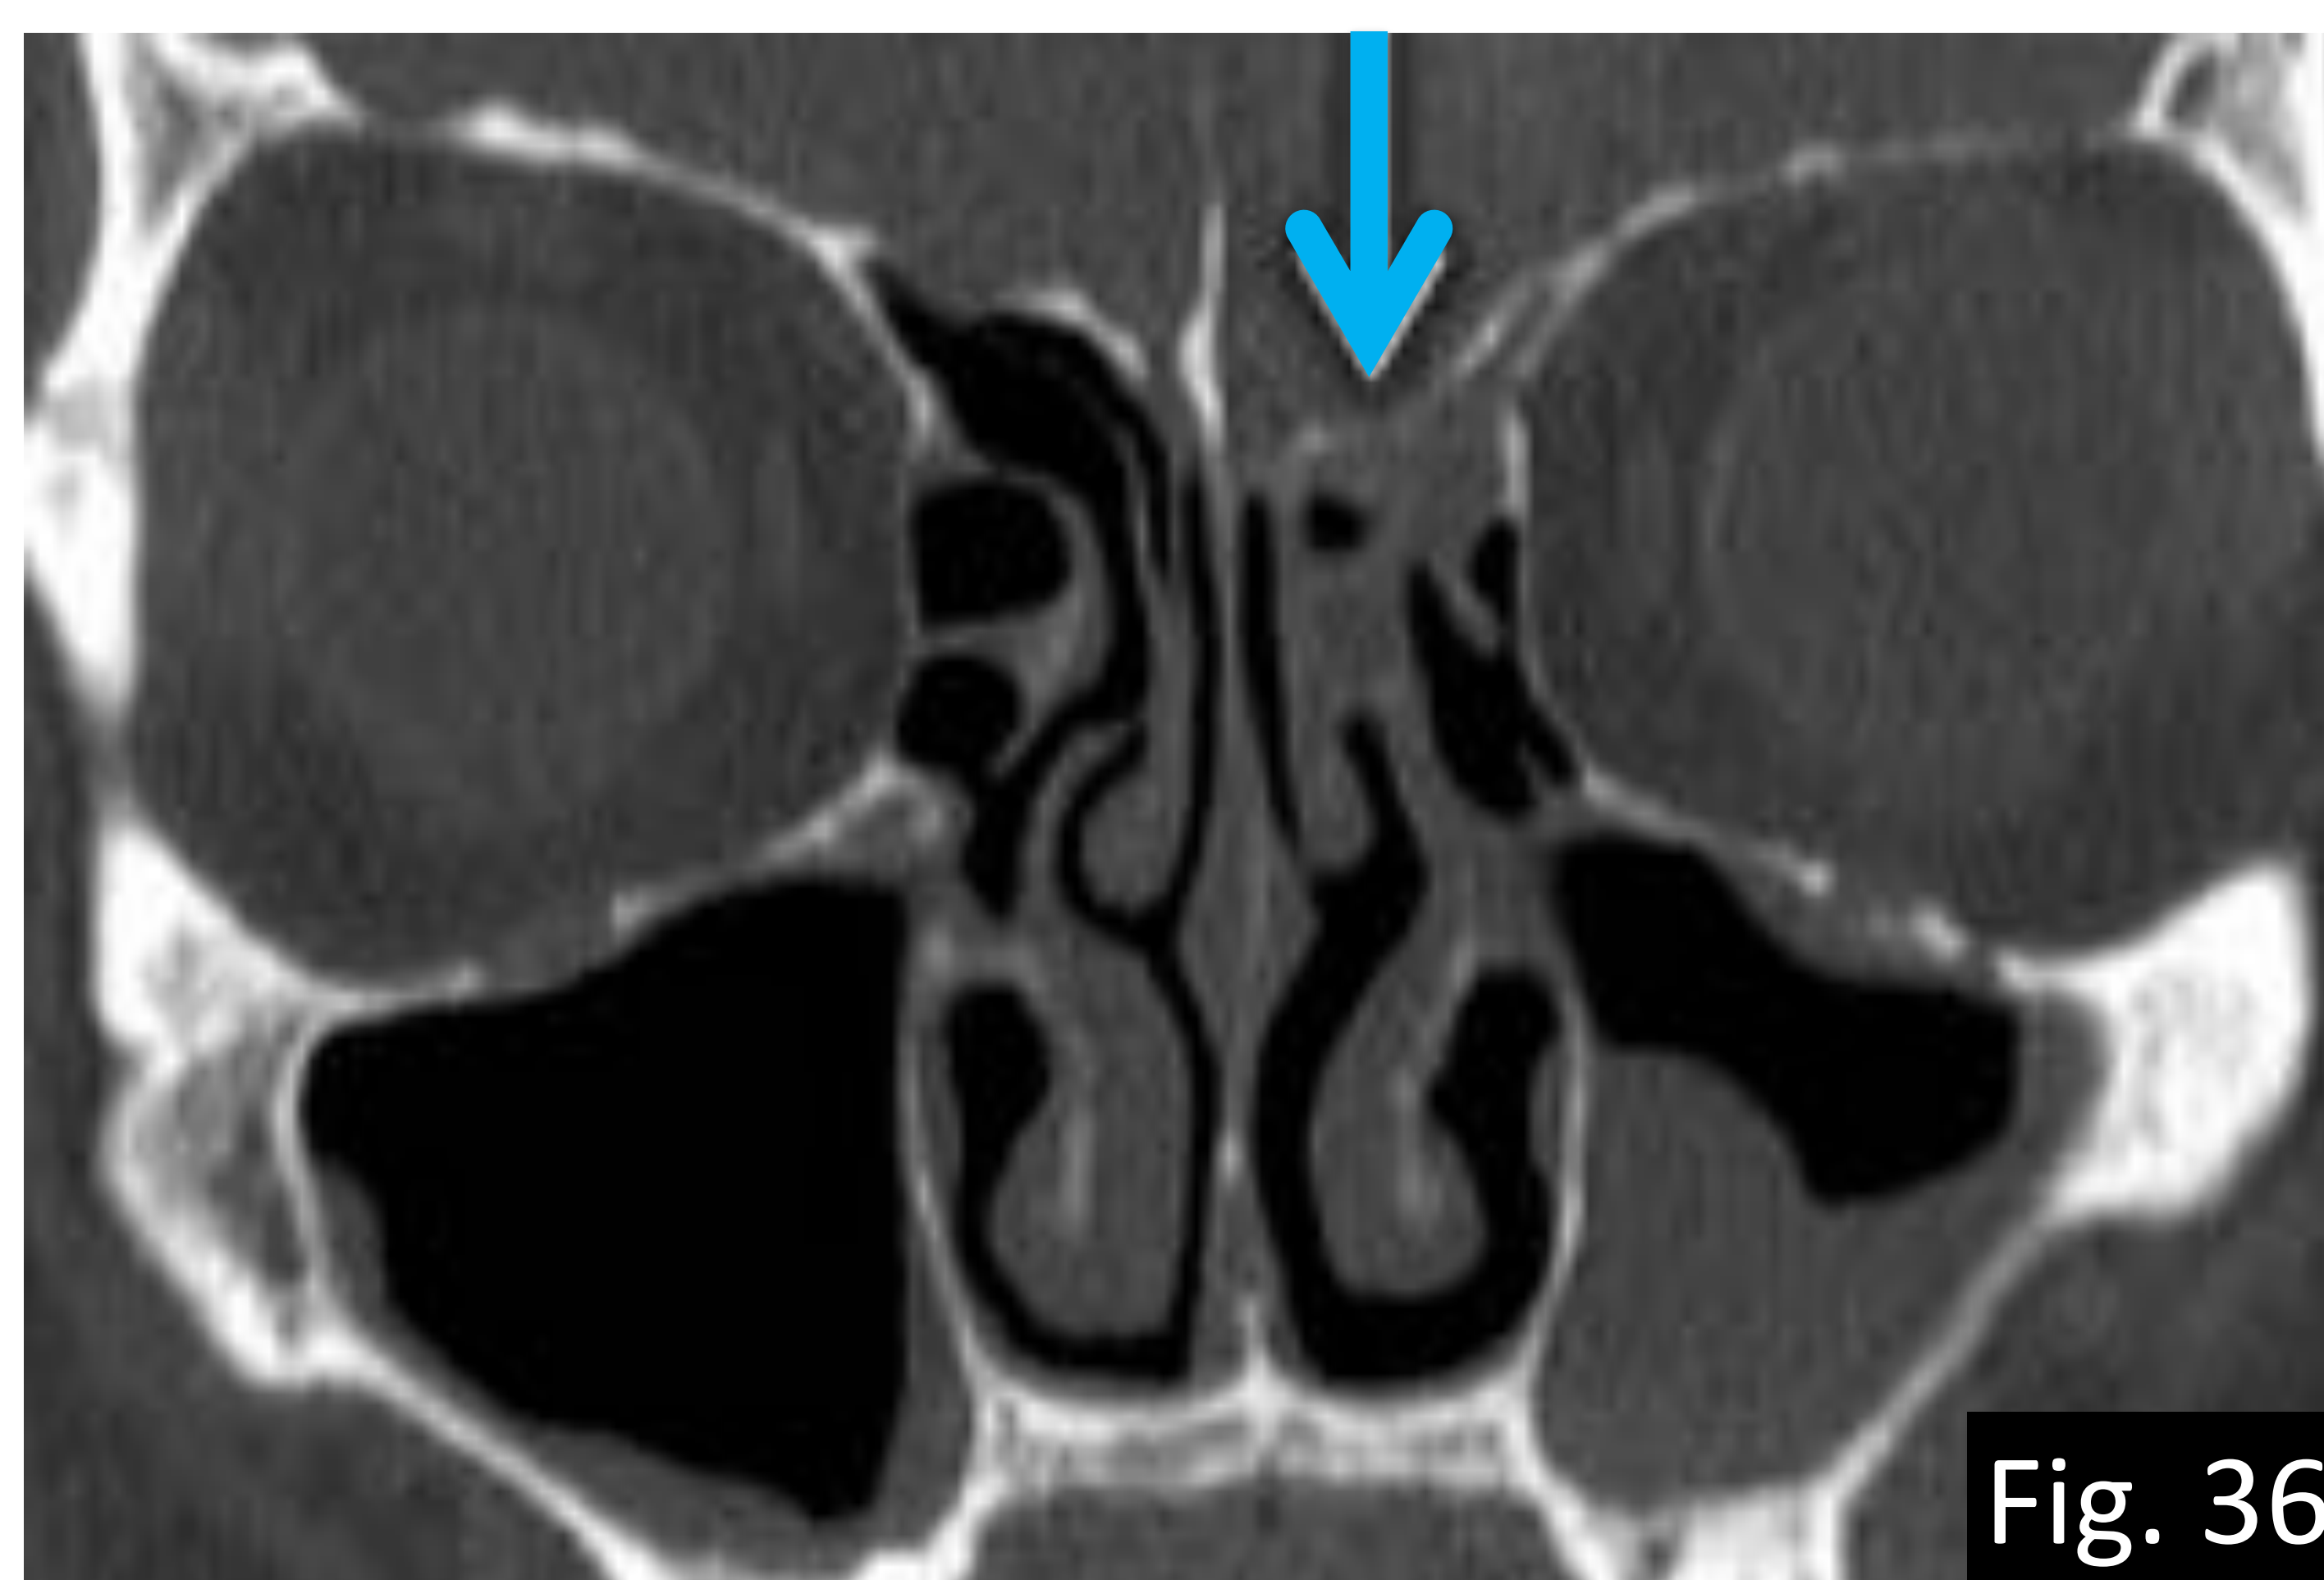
Ejemplo de variante anatómica con riesgo quirúrgico. Asimetría del techo etmoidal izquierdo (flecha en TC coronal con ventana hueso).
